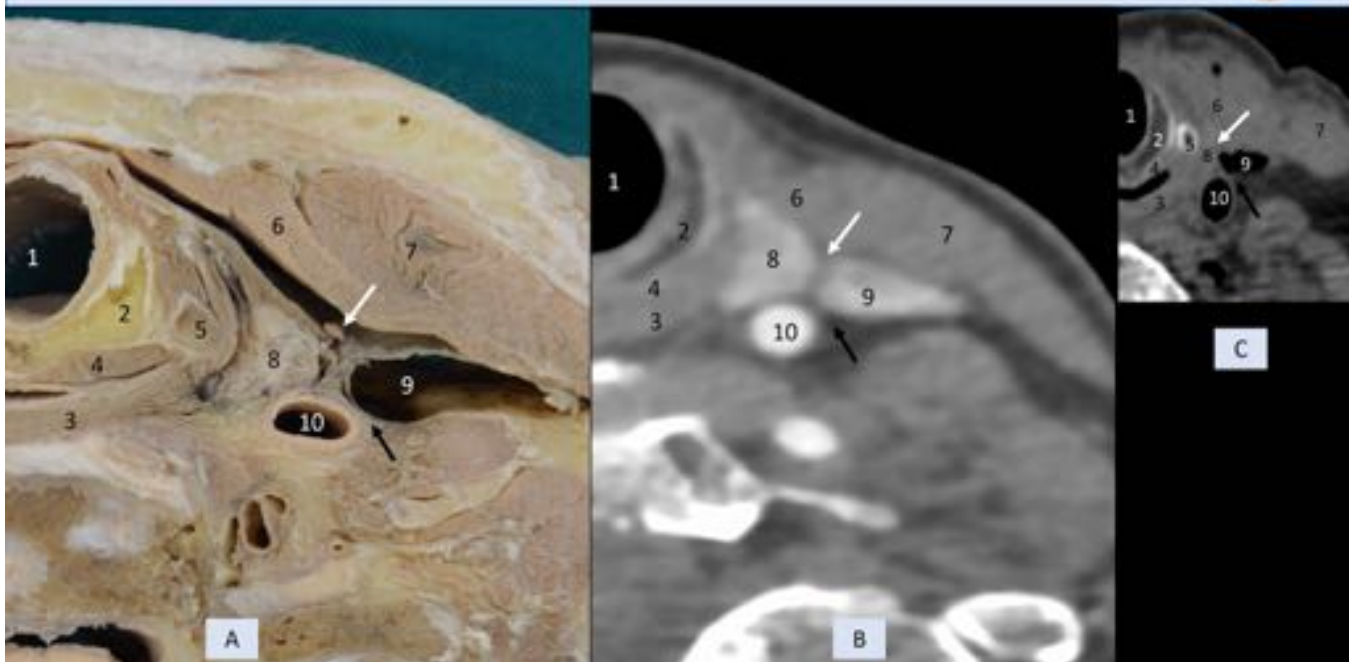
A) Pieza anatómica (detalle de la imagen previa, músculo omohioideo separado). B) TC con contraste (sujeto vivo). C) TC de la pieza anatómica. Flecha blanca: Asa cervical (rama anterior). Flecha negra: Nervio vago. 1: Laringe. 2: Cartílago cricoides. 3: Músculo constrictor inferior de la faringe. 4: Músculo cricoaritenoides posterior. 5: Cartílago tiroides. 6: Músculo omohioideo. 7: Músculo esternocleidomastoideo. 8: Glándula tiroides. 9: Vena yugular interna. 10: Arteria carótida común.
